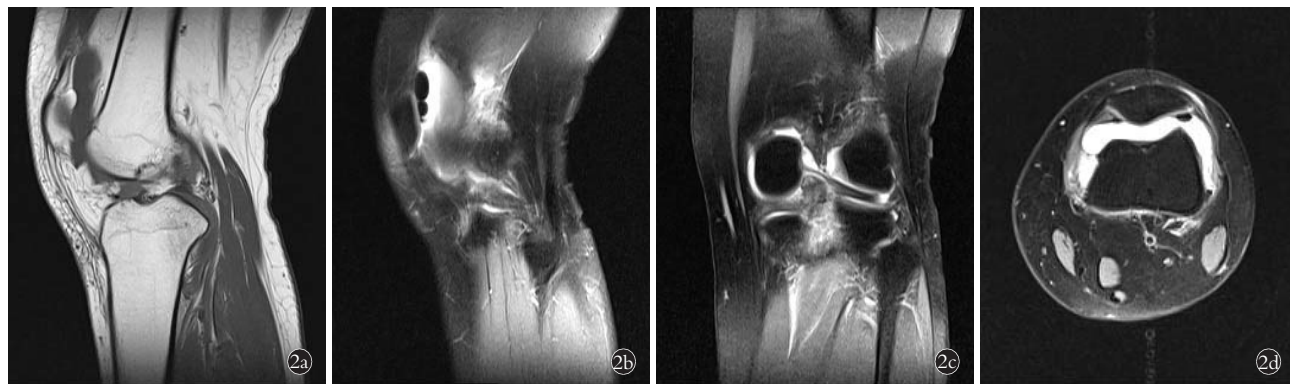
膝关节隐匿性骨折 MRI 诊断图像 2a. T1WI 矢状面图像,可见点片状低信号 2b. T2WI 矢状面图像,可见骨皮质线样影像和骨髓水肿高信号 2c. T2WI 冠状面图像,可见皮质下模糊高信号 2d. 横断面图像,可见清晰骨折线,表现为 STIR 高信号
